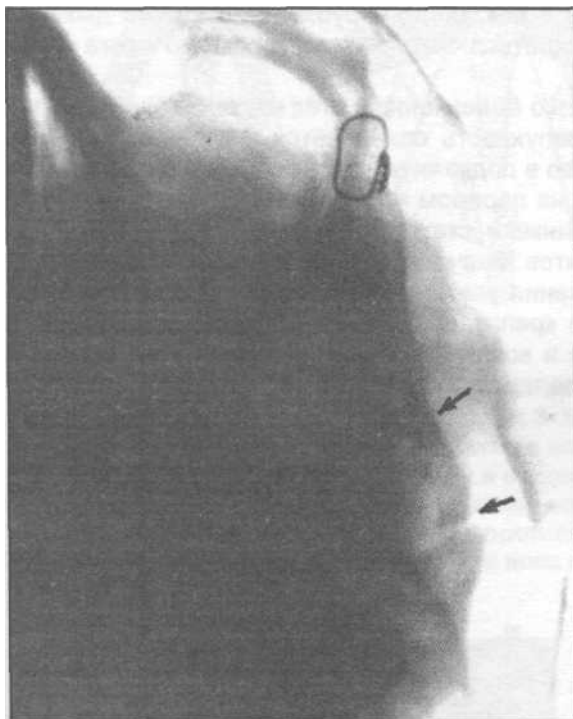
Рентгенограмма больного с переломом скуловой кости и дуги. Проведен остеосинтез скуловой кости титановым костным швом, скуловая дуга репонирована однозубым крючком, стрелками указаны места ее перелома.
